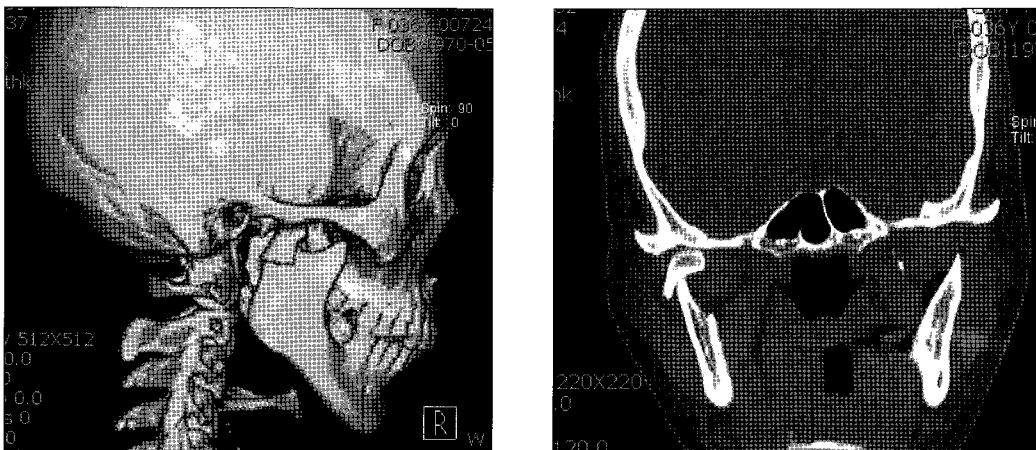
Preoperative 3D CT and Coronal CT show Rt. condylar neck fracture.
